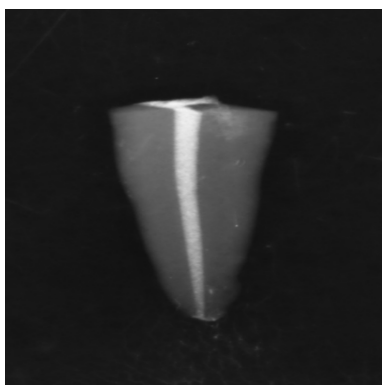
Radiograph image of the filled root canal with gutta-percha cones and epoxy resin-based root canal sealer.
